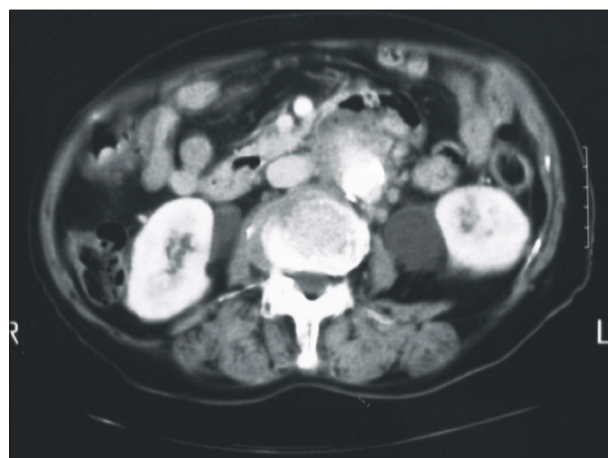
Computed tomography (CT) scan demonstrates bilateral ureteral dilatation and aneurysm of the abdominal aorta with hyperdense enhanced soft tissue at the aortic wall.
